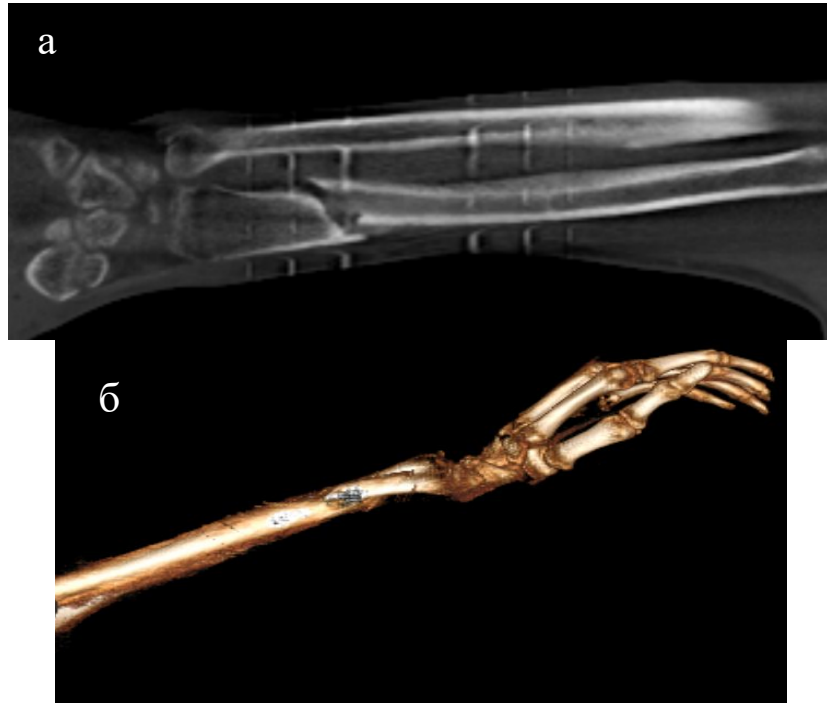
Пациент Я., 16 лет. Диагноз – Повреждение Галеацци (перелом левой лучевой кости в нижней трети, тыльный вывих левой локтевой кости). МСКТ левого предплечья в режимах постпроцессорной обработки: а – мультипланарная реконструкция (MPR – Multiplanar Reformation) во фронтальной плоскости, б – поверхностно-оттененные изображения (SSD – Shaded Surface Display)
